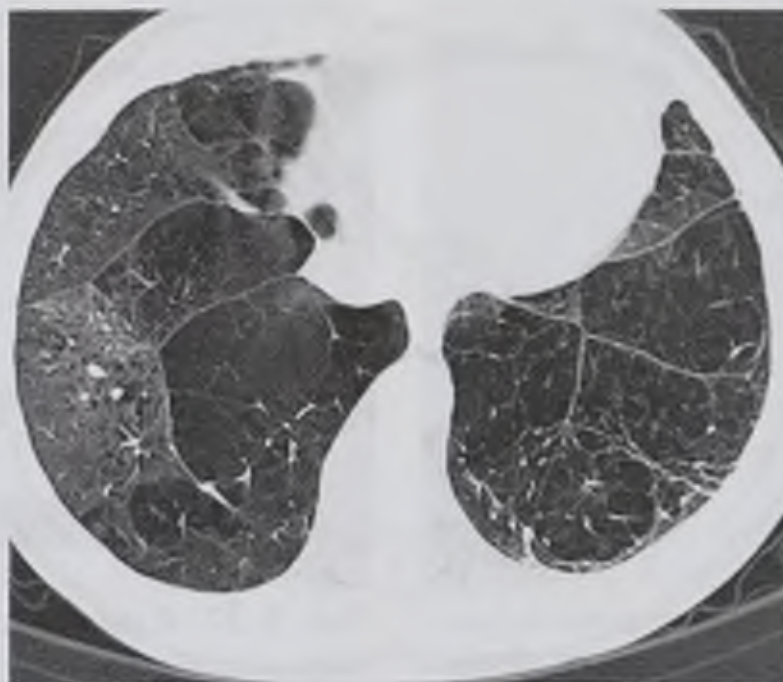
Компьютерная томограмма. Эмфизема легких
